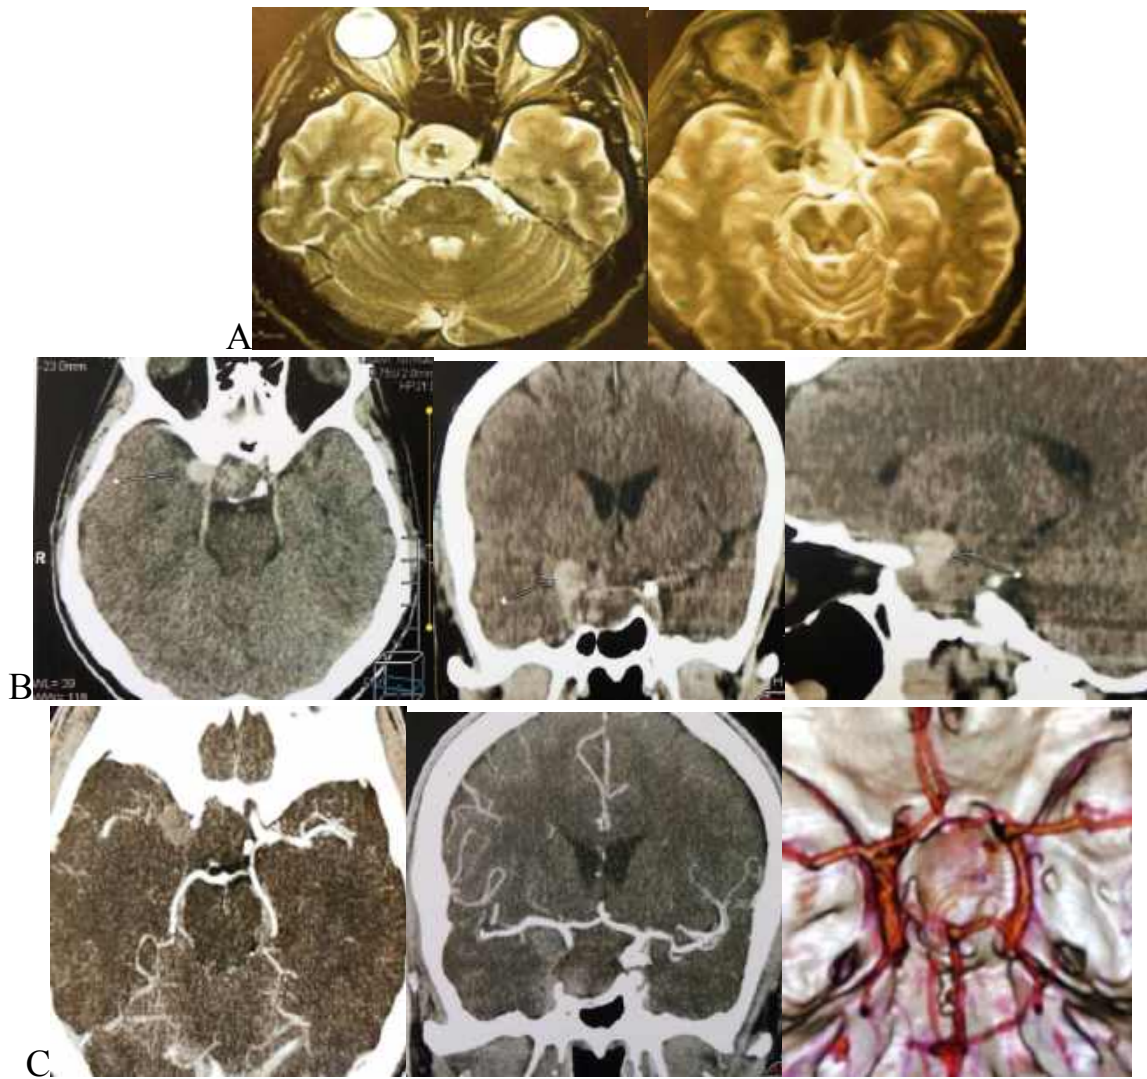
Спостереження №525. Хворий Ш-ак, 47 років (історія хвороби №154645). А. — МРТ. В — СКТ. С — МСКТ-ангіографія. Ендосупрапараселярний праворуч об'ємний процес — інвазивна ГНАГ, підозра на аневризму супракліноїдної частини правої ВСА.
